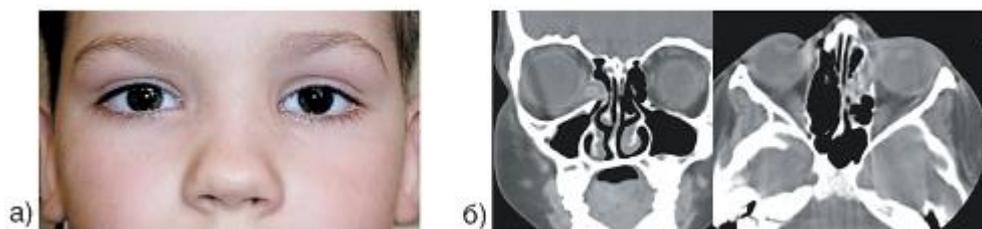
Проникающее ранение орбиты с внедрением деревянного инородного тела: а) минимум внешних признаков ранения; б) на КТ хорошо видно инородное тело.
